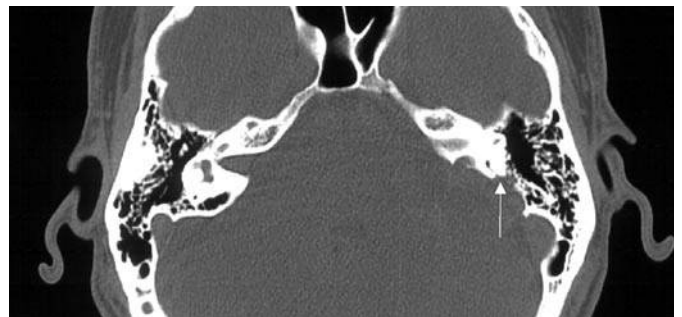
Axiales präoperatives CT eines linksseitigen ELST-Typ B (Pat. B. W.): Der hintere Bogengang ist bereits arrodiiert mit Eröffnung des Perilymphraum, der nur noch von Tumormassen verschlossen gehalten wird (Pfeil).
